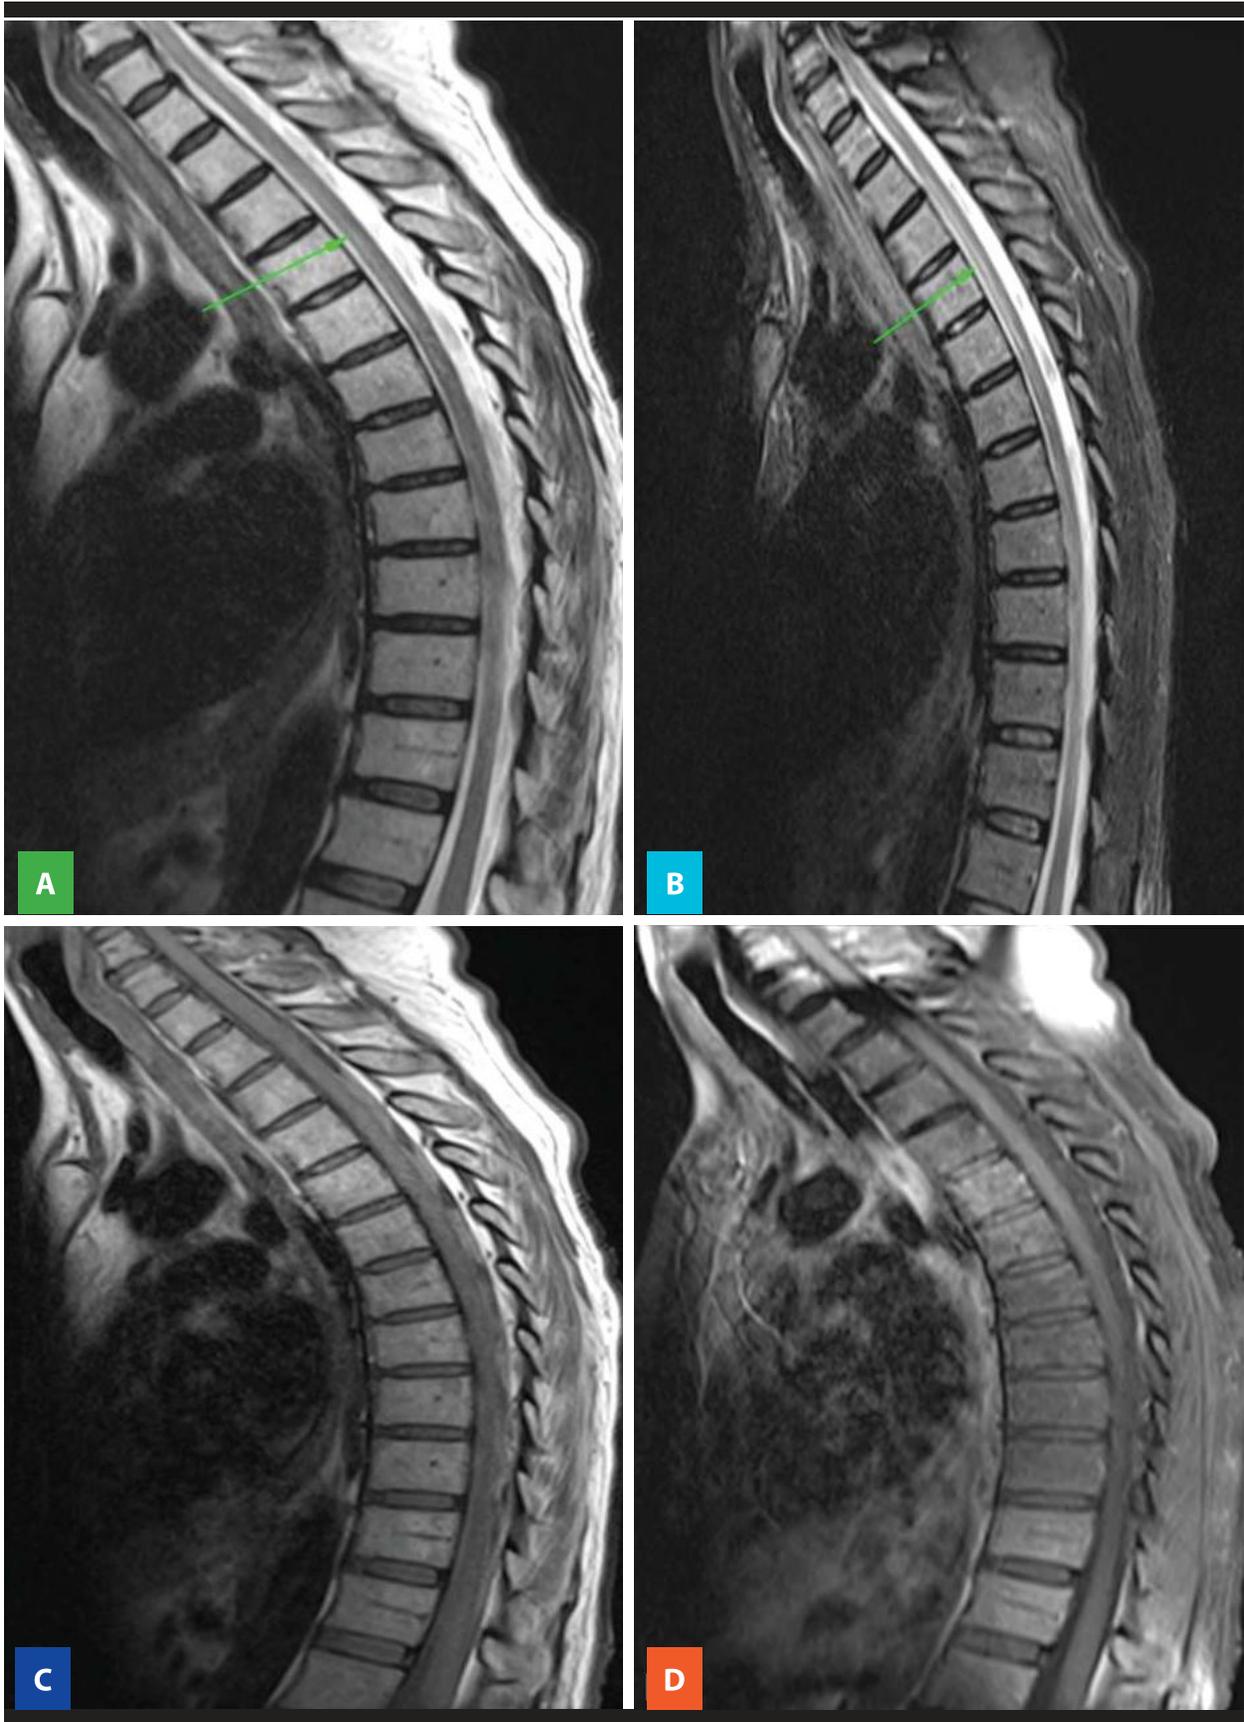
RM de la columna torácica. Axial T2 (A), Sagital T2 (B) y Sagital STIR (C), mostrando señal heterogénea en la médula espinal, caracterizada principalmente por hiperseñal en la región anterior / central de la médula espinal, afectando desde el nivel T2 a T6 / T7, con un ligero efecto expansivo local. T1 sagital (D) y T1 sagital poscontraste con saturación grasa (E), mostrando ausencia de lesiones sugestivas de metástasis o que promuevan compresión espinal.
